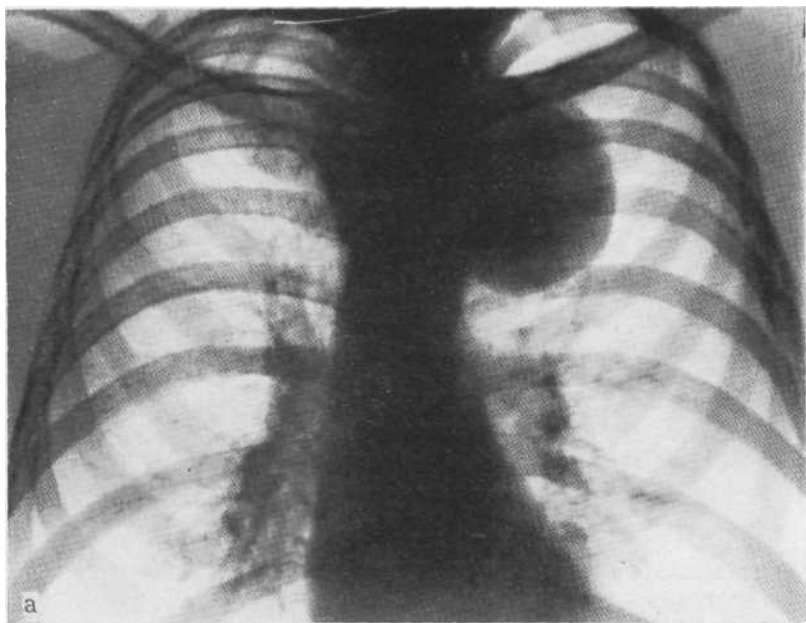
Обзорная рентгенограмма (а) и рентгенограмма в условиях диагностического пневмоторакса (б). Легкое коллабировано, опухоль не сместилась. Нейрогенная опухоль паравертебрального пространства.
